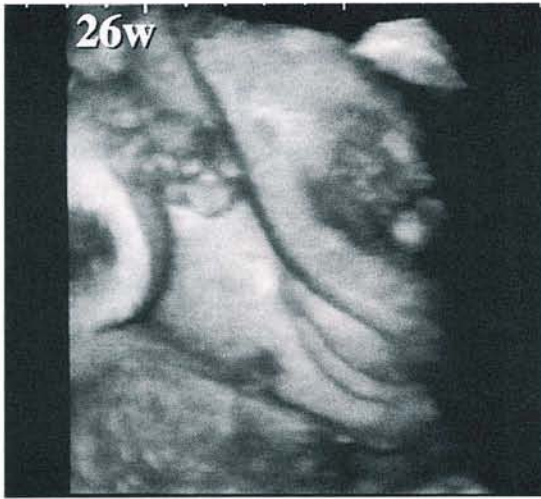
妊娠26週の胎児の女児外陰部の三次元超音波像。
